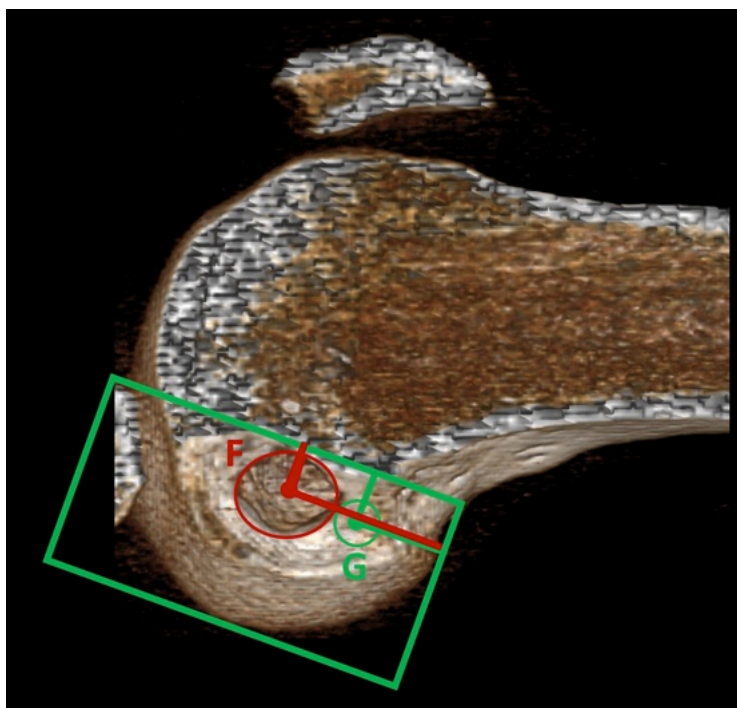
Компьютерные томограммы коленного сустава (3D-реконструкция) пациента Л. Расчет допустимого расширения первичного костного туннеля (при ревизионной реконструкции туннели конвергируют) (собственное наблюдение)
